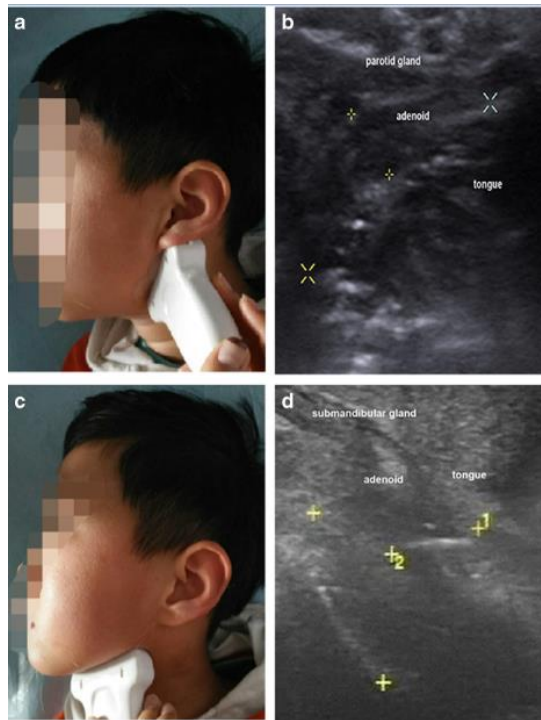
échographie des végétations adénoïdes(347).
